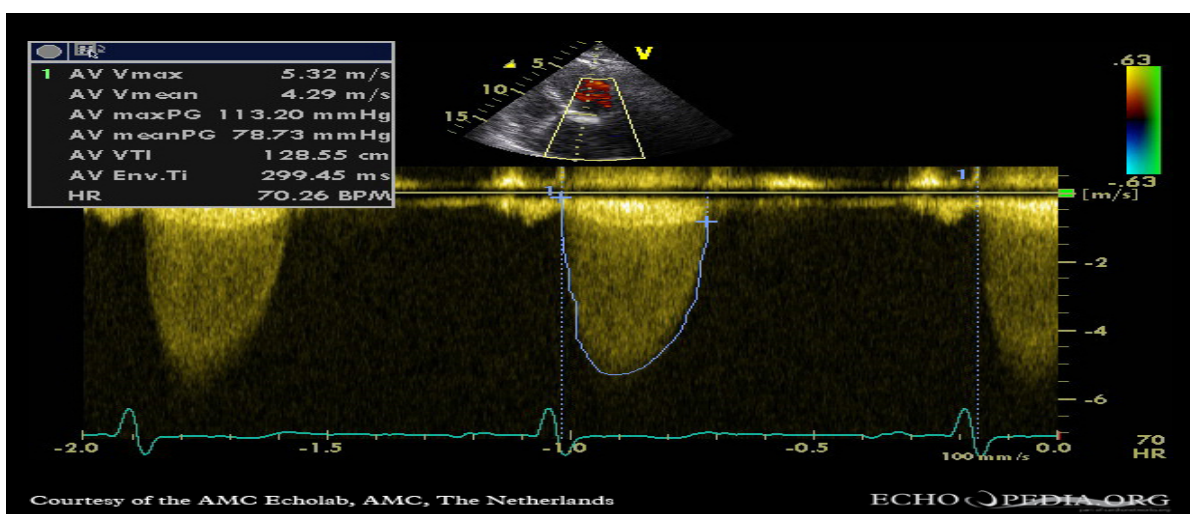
CW-Doppler Signal einer Aortenklappenstenose
